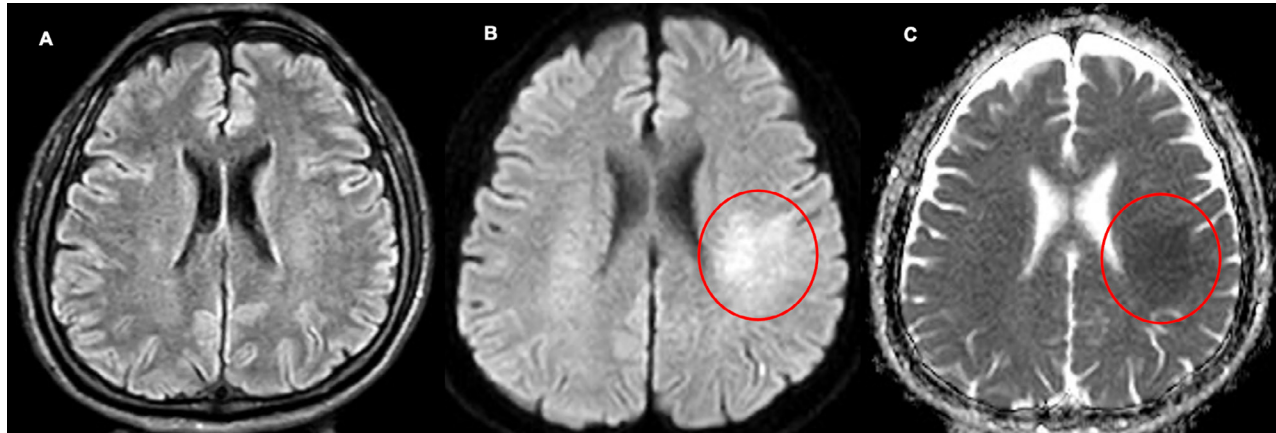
RM de cerebro simple. Infarto hiperagudo temprano en el lóbulo parietal izquierdo. (A) secuencia Flair corte axial sin alteraciones, (B) DW restricción de lesión parietal izquierda, (C) caída de señal en ADC.
